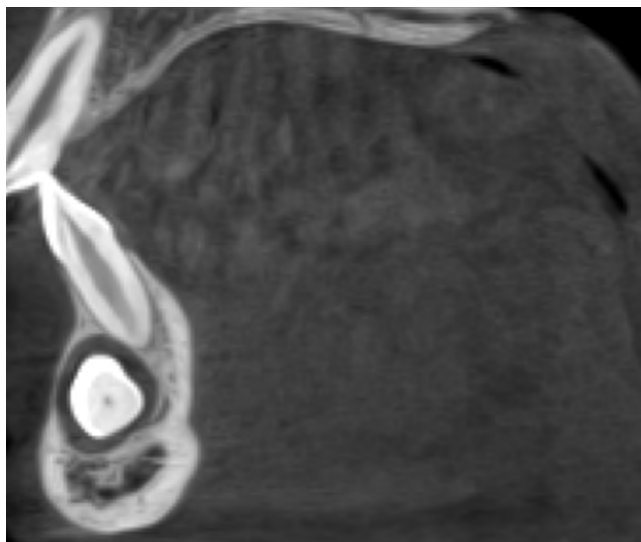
Tomografía computarizada Cone-Beam, año 2015. Relación de la porción coronaria de la pieza 4.3 hacia vestibular del ápice del órgano dental 3.1 y 3.2. El saco pericoronario se encuentra levemente ensanchado y se observa un marcado adelgazamiento de la tabla ósea vestibular. No se observa reabsorción de las raíces de los dientes adyacentes.
